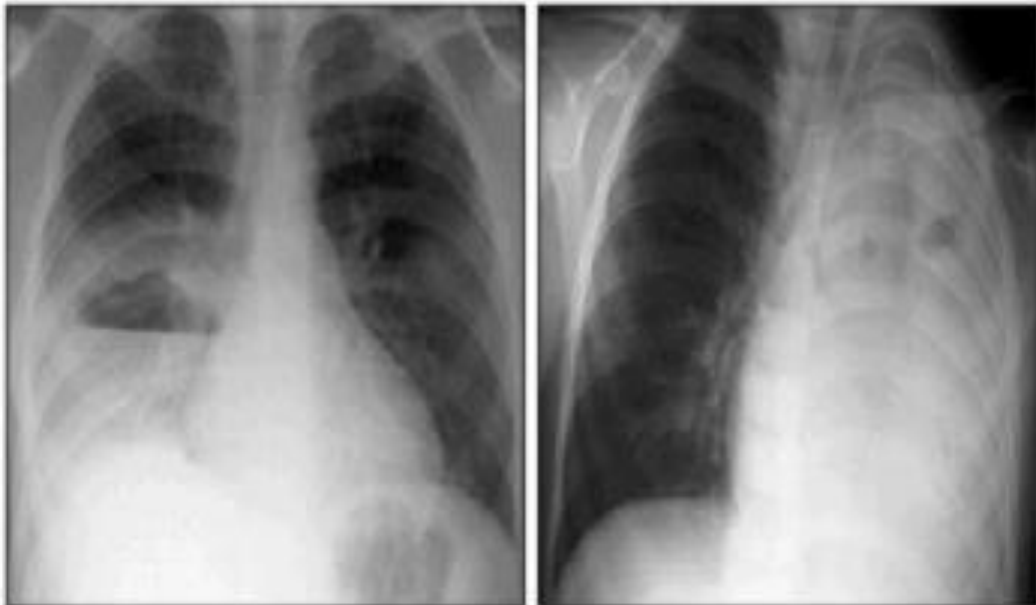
Images radiographiques des complications de la pneumonie à pneumocoque.
